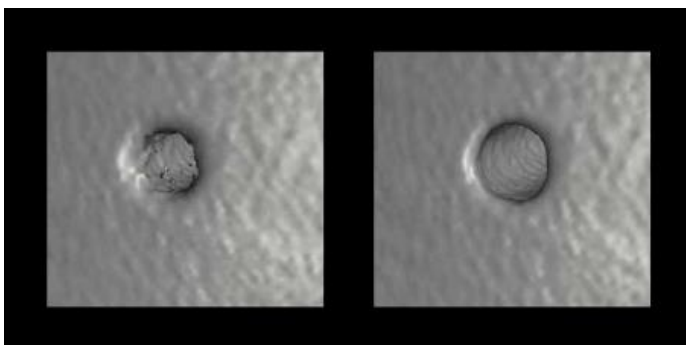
a, b: einfache und erweiterte Oberflächenbestimmung einer CT Aufnahme; links voxel-basiert, rechts subvoxel-genau
